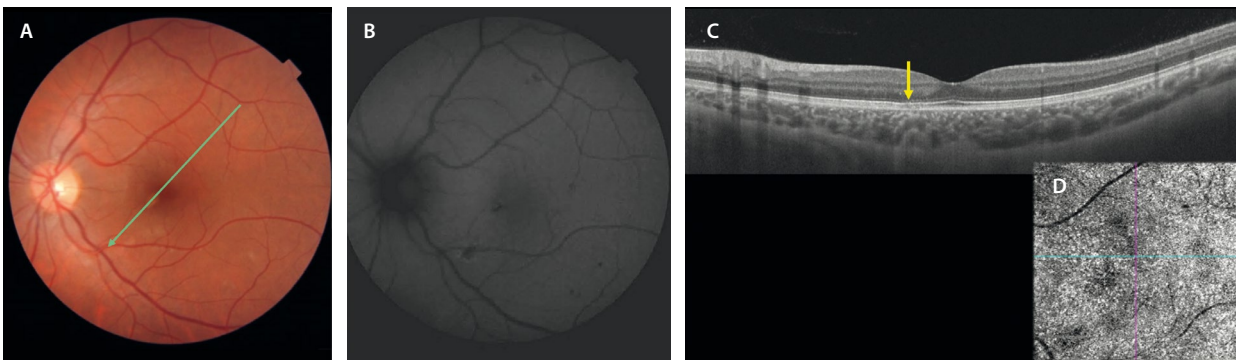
Evolución de la epitelopatía pigmentaria placoide multifocal posterior aguda del paciente 1. A) En la retinografía prácticamente no se observan cambios. B) En la autofluorescencia se aprecia alguna zona hipoautofluorescente, pero en menor número que los focos iniciales. C) La tomografía de coherencia óptica muestra solo un adelgazamiento mínimo a nivel de la capa de los elipsoides (flecha amarilla). D) En la imagen *en face* de la angiografía por tomografía de coherencia óptica hay resolución de muchas áreas de no perfusión corioidea.
